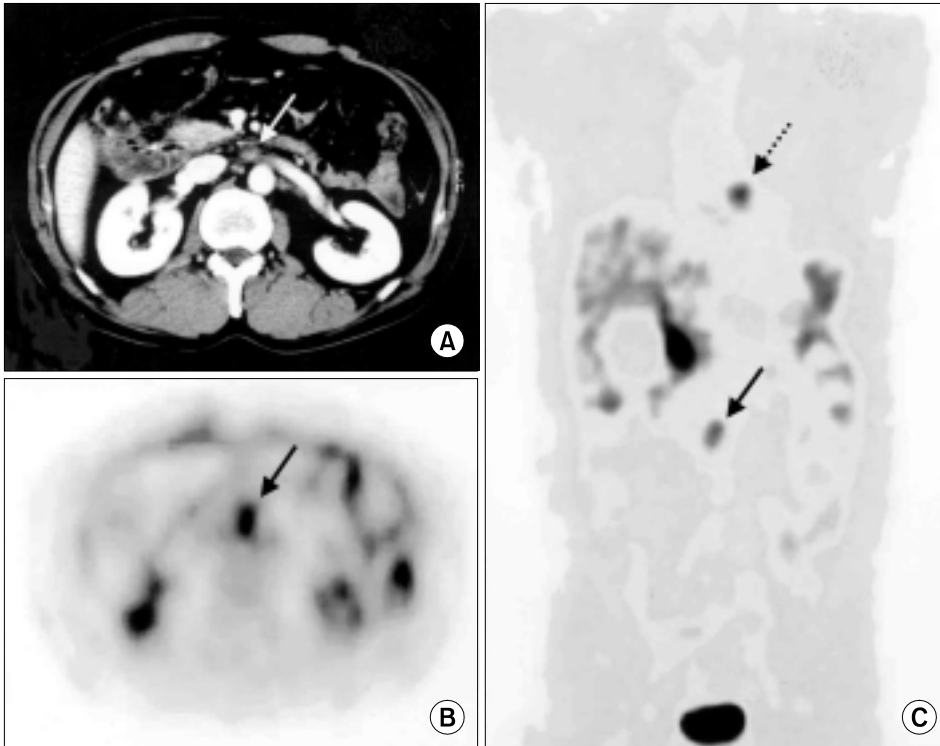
(A) 1 cm sized paraaortic lymph node detected by abdominal CT scan which could give only an uncertain answer. (B) Transaxial view of FDG-PET showed increased FDG uptake in paraaortic area. (C) Coronal view of FDG-PET also showed increased FDG uptake in paraaortic area (arrow) and mediastinal area additionally (dashed arrow) (Case 4).
